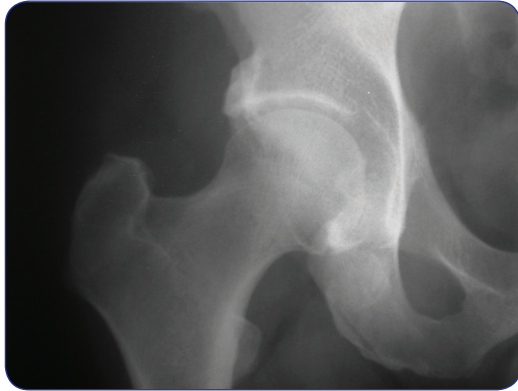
Radiografía de cadera con borde acetabular extendido lateralmente, conocido como efecto pincer.
